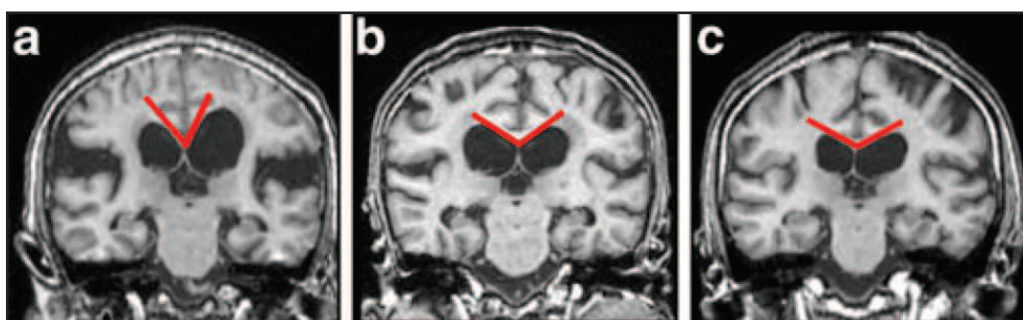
Ressonância magnética de encéfalo: avaliação do ângulo do corpo caloso.
